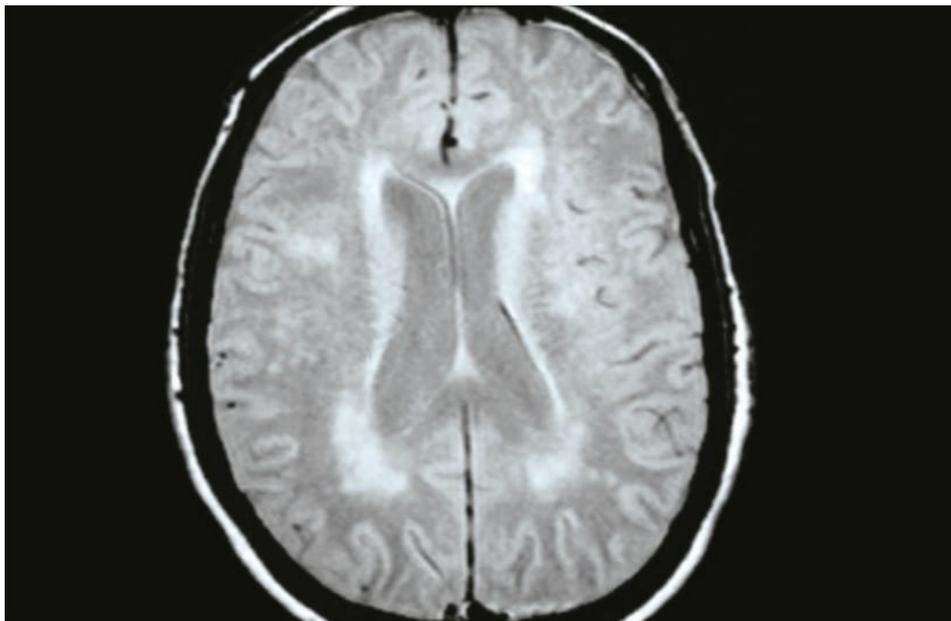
RM cerebral. Paciente con enfermedad de Binswanger. Se aprecia hiperintensidad difusa periventricular correspondiente al concepto de leucoaraiosis. Fuente: Delgado MA, Otero FD, Azorín DG, Rodríguez JH, García JVH. CTO EDITORIAL. 2018 (1).
